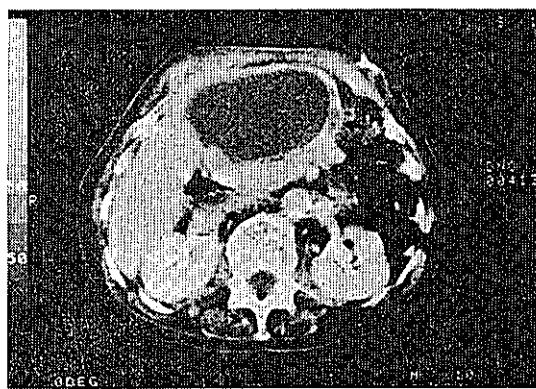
Abdominal CT scan (CE+) ; Empyema of gallbladder, intramural abscess (→)
